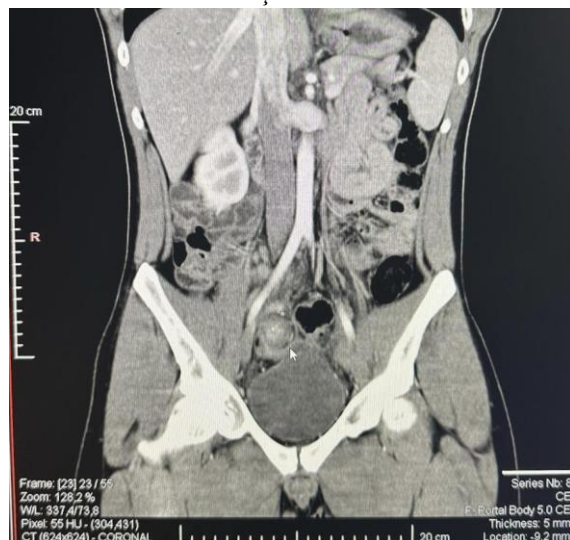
Corte axial da TC pelve, identificando apêndice alongado, com espessamento e borramento de gordura ao seu redor.
